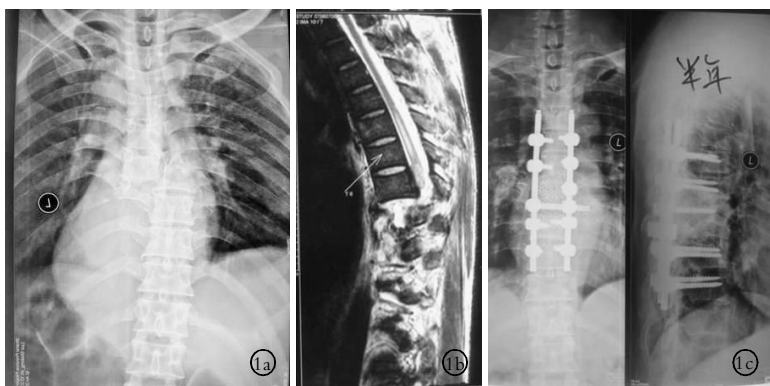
男, 45 岁, 因汽车挤压伤致严重脊柱骨折脱位。T₇-T₈ 完全骨折脱位, 右侧 1-4、6、7 肋骨骨折, 左侧 6-9 肋骨骨折, 伴右侧血气胸。T_{7,8} 平面以下感觉、运动及反射消失。行 T₇-T₈ 椎板减压及脊椎截骨, 短缩椎体后复位, T₆-T₁₀ 椎弓根钉板固定及钛网椎管重建。术后 6 个月随访, 椎体间已经骨性融合, 双下肢肌力 III-IV 级 1a. 术前正位 X 线片显示 T_{7,8} 椎体完全骨折脱位 1b. 术前 MRI 显示脱位后脊髓连续性中断 1c. 术后半年正位 X 线片显示骨折脱位复位良好, T_{7,8} 椎体间已骨性融合
